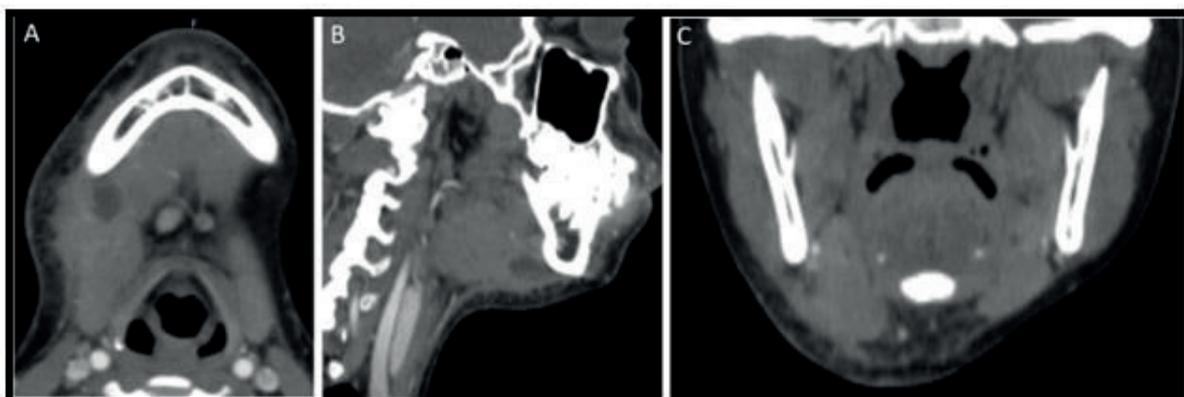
A. Tomografía de la glándula submandibular derecha. B. Corte sagital. C. Reconstrucción coronal
